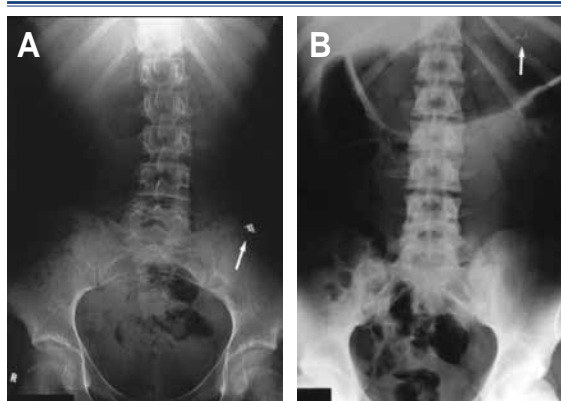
A. Radiografía abdominal posterior-anterior la cual muestra un tubo bucal de ortodoncia en el colon descendente. B. Radiografía abdominal posterior-anterior la cual muestra un alambre de ortodoncia en el estómago⁽²¹⁾.
